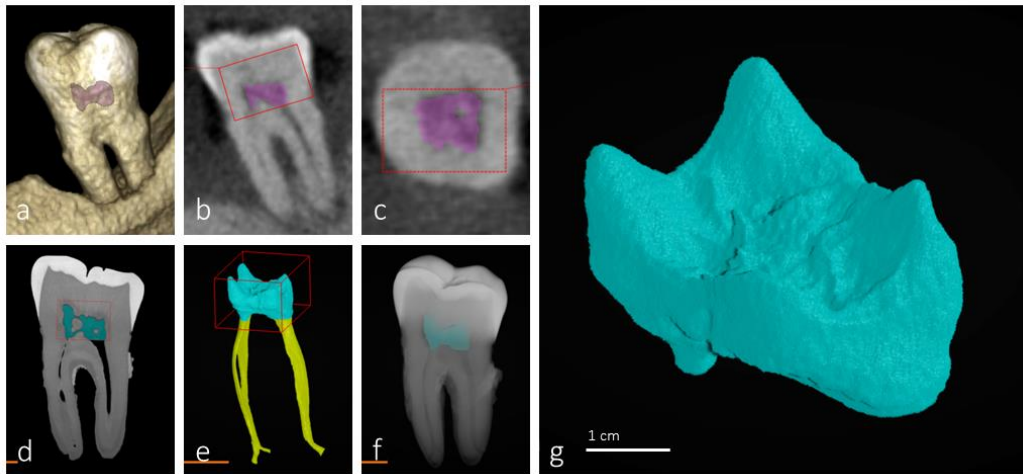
Imágenes CB-CT y micro-CT del molar identificado como muestra 3. Reconstrucción CB-CT (a,b) e imágenes sagitales (c) y axiales (d). Imágenes sagitales en micro-TC (e,f) y reconstrucciones pulpares (g,h). i corresponde a h aislada y ampliada.
